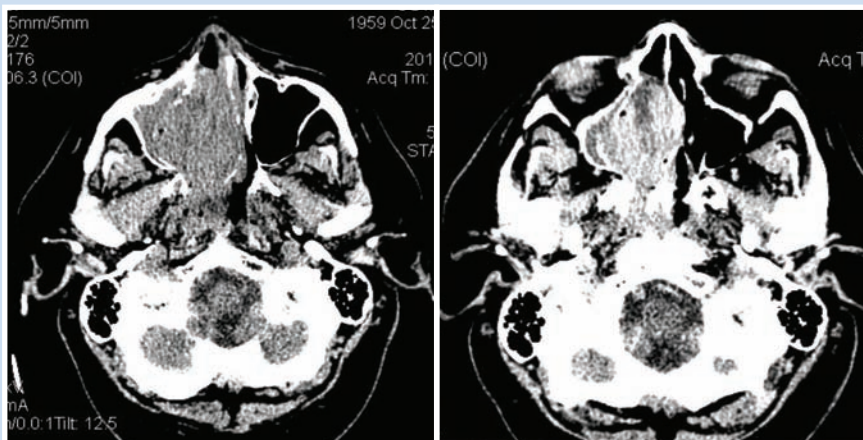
Контрольная компьютерная томография через 2 месяца после таргетной терапии
